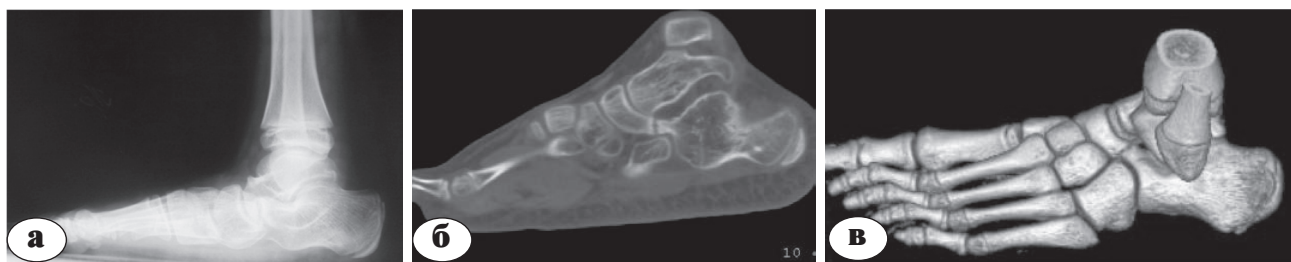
Результаты обследования пациентки Г., 16 лет, с таранно-пяточной коалицией справа, костная форма: а – рентгенограмма правой стопы в боковой проекции: определяются краевые разрастания в тыльной части таранно-ладьевидного сустава или симптом «клюва» (стрелка); б – КТ, MPR-реконструкция заднего и среднего отделов правой стопы, косая сагиттальная плоскость: определяется костное сращение в области медиальной фасетки подтаранного сустава (стрелка)
